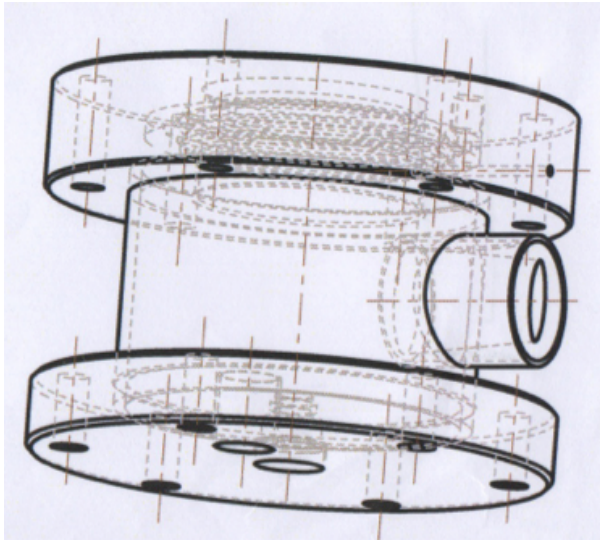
Assemblato della camera di alloggiamento con guaina (in alto a sinistra); foto della guaina (in alto a destra); foto della camera di alloggiamento con guaina e sonda ecografica inserita (in basso a sinistra).
